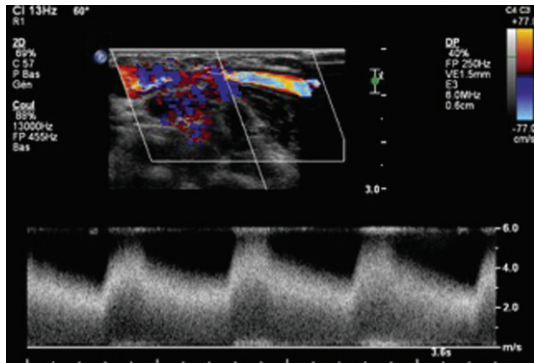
Quantification hémodynamique en écho-Doppler pulsé d'une sténose de la veine céphalique au bras avec un pic de vitesse systolique max supérieur à 5 m/s. Coupe longitudinale.
